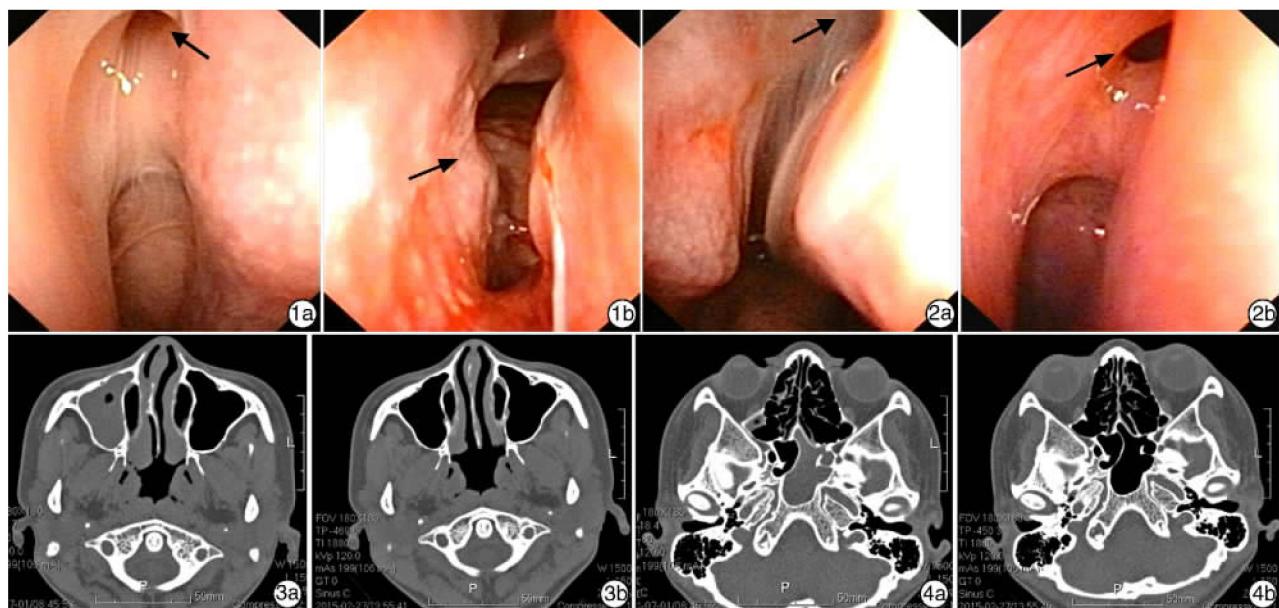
术前(1a)与术后 3 个月(1b)患者左侧额窦(箭头所示)对比图; 图 2 术前(2a)与术后 6 个月(2b)患者右侧额窦(箭头所示)对比图; 图 3 BS 联合鼻中隔矫正术术前(3a)与术后 6 个月(3b)患者鼻窦 CT 检查对比图; 图 4 BS 术前(4a)与术后 6 个月(4b)患者鼻窦 CT 检查对比图
